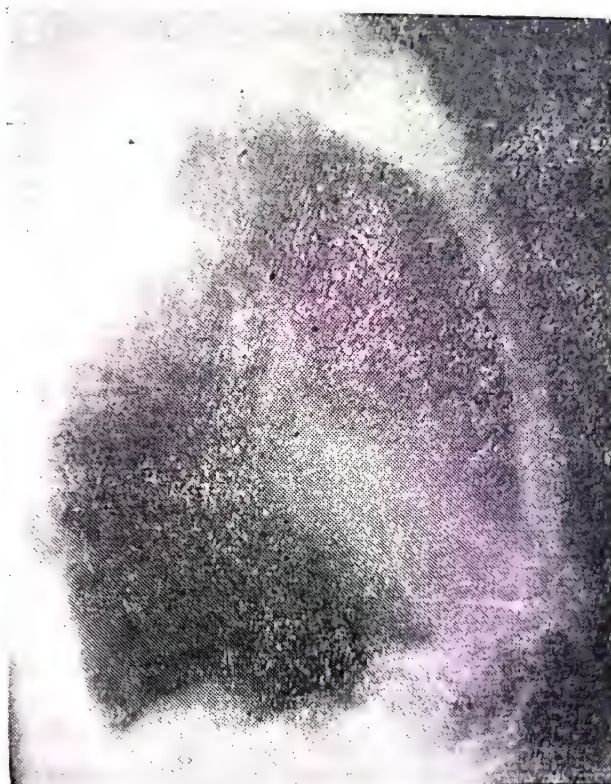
Pace-maker* românesc implantat (radiografie L.L.S.).
